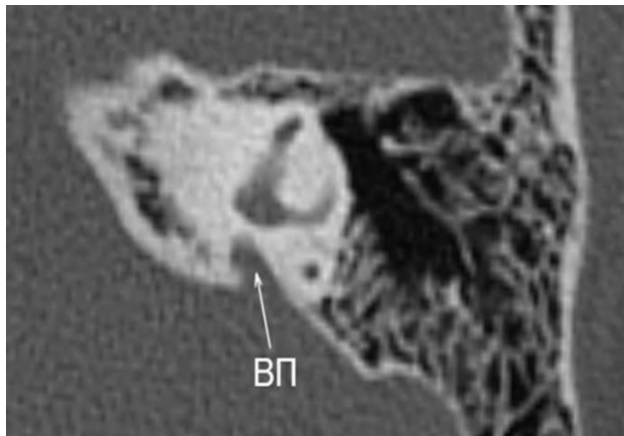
МСКТ височной кости и 3D моделирование внутреннего уха: расширенный (дилатированный) водопровод преддверия (ВП) с нормальным преддверием (указано стрелками)
